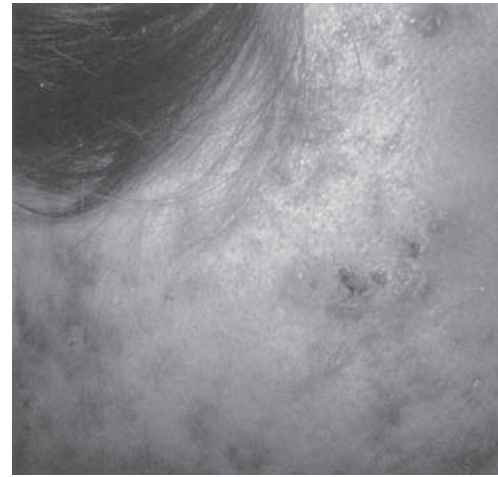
Acné vulgar. Las pápulas de color rojo y las costras con cicatrices ocasionales son características de la acné inflamatoria. (Reproducida, con autorización, de Hurwitz RM, Hood AF. *Pathology of the Skin: Atlas of Clinical-Pathological Correlation*. Originalmente publicada por Appleton & Lange. Copyright © 1998 por McGraw-Hill Companies, Inc.)
